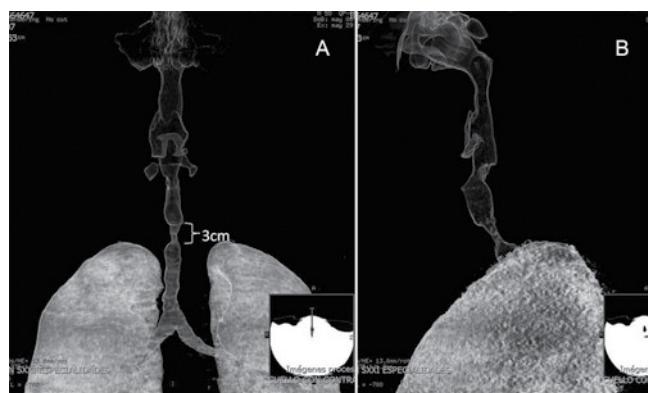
Reconstrucción anteroposterior (A), y lateral izquierda (B) de tomografía helicoidal de tórax, donde se observa estenosis traqueal de 3 cm.
